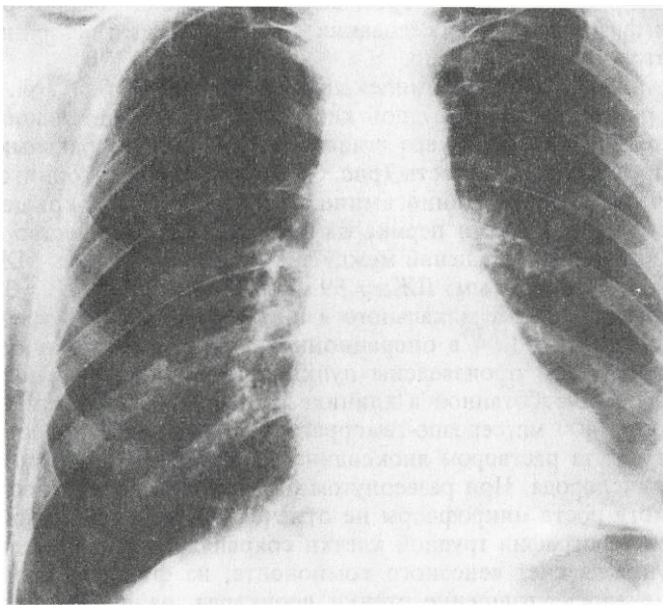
Обзорная рентгенограмма больного П., 62 года, после операции. Сердце нормальных размеров.
